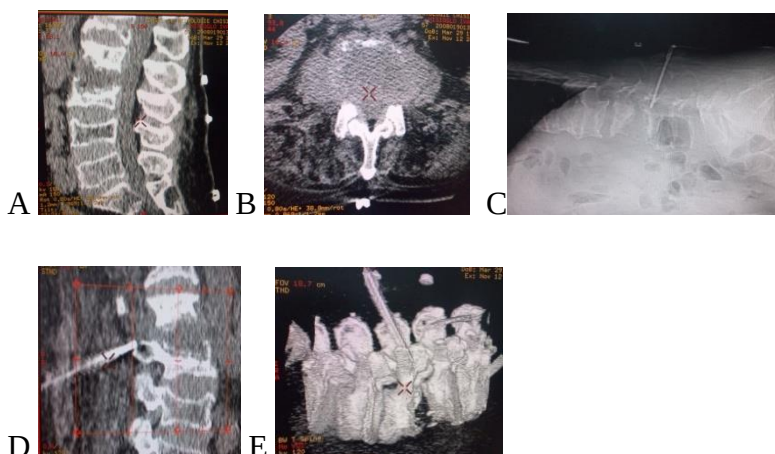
CT intra operatorie lombară A, B, C, D, E: imagini intra operatorii în timpul biopsiei percutanate. A- secțiune sagitală cu marcarea nivelelor de interes; B- secțiune axială; C- scanarea traiectului acului de biopsie; D- imagini sagitale de plasare a acului de biopsie; E- imagini sagitale de scanare în timpul prelevării materialului pentru examinările de laborator.
